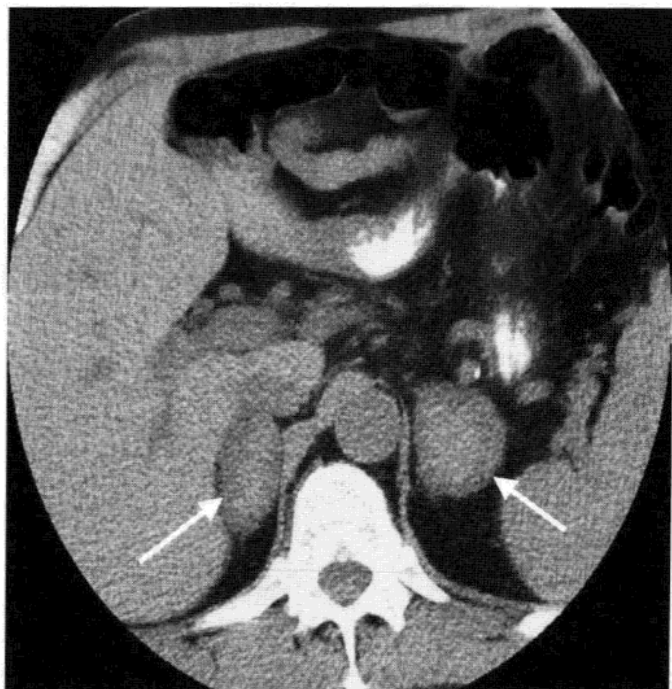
双侧肾上腺出血。平扫 CT 图像示高 CT 值的双侧肾上腺肿块(箭头)。
